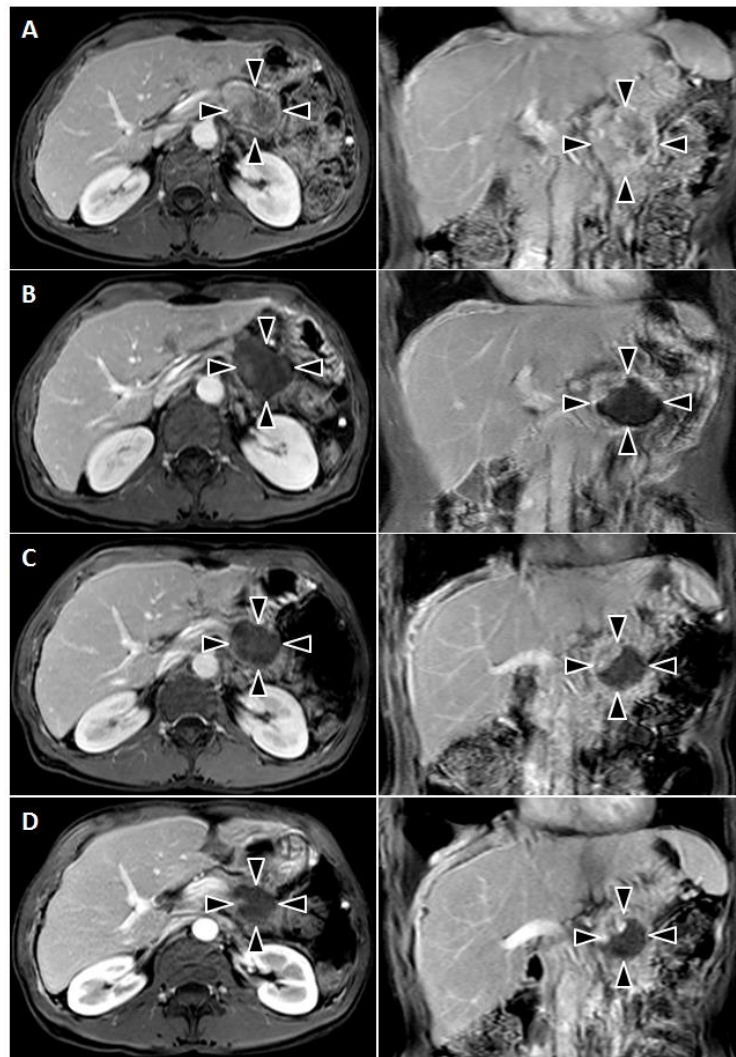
Eine 56-jährige Patientin mit lokal fortgeschrittenem, hepatisch metastasiertem Pankreaskorpus/-schwanzkarzinom und ausgeprägten opioidabhängigen Tumorschmerzen wurde zusätzlich zu FU/Folinsäure-Chemotherapie mit HIFU behandelt. 6 Wochen nach HIFU war keine Schmerzmedikation mehr erforderlich. Die kontrastmittelverstärkte MRT-Bildgebung (eThrive; axiale (A-D rechts) und koronare (A-D links) Schnittführung) ist wie folgt aufgeführt:
